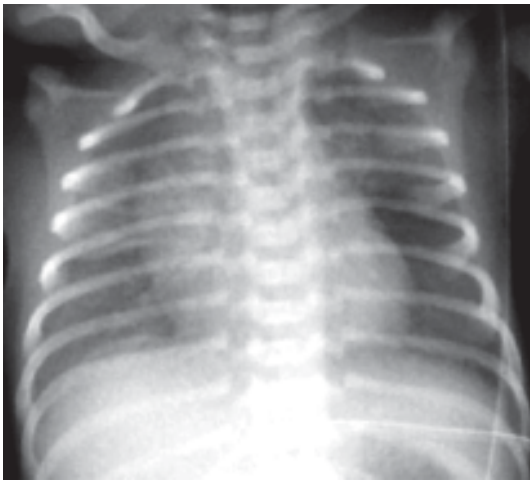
Radiografía de tórax (vista frontal) taquipnea transitoria: capacidad confluyente en la base pulmonar derecha. Visualización de la cisura media.
